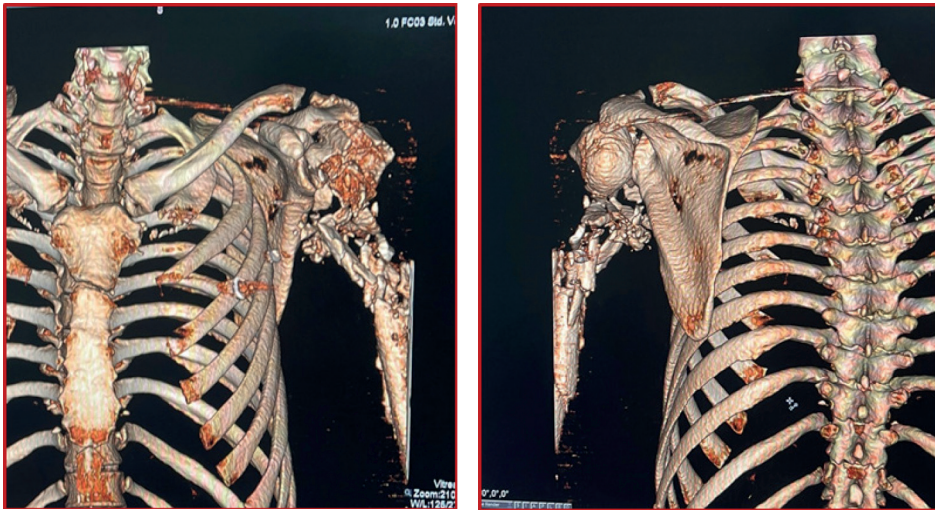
СКТ ОГК та лівого плечового суглобу: багатоуламковий перелом верхньої третини діяфізу та голівки лівої плечової кістки із дефектом кісткової структури із наявністю металевого уламку у м'яких тканинах металевих уламків розміром 7x4 мм, 3x2 та 1x3 мм.
